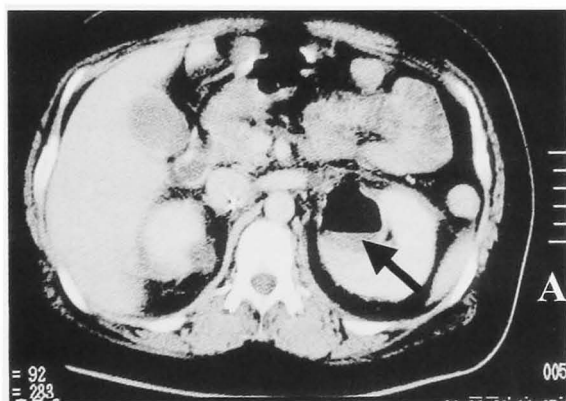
Contrast enhanced CT shows a gas shadow within the left renal parenchyma before percutaneous drainage (arrow).
